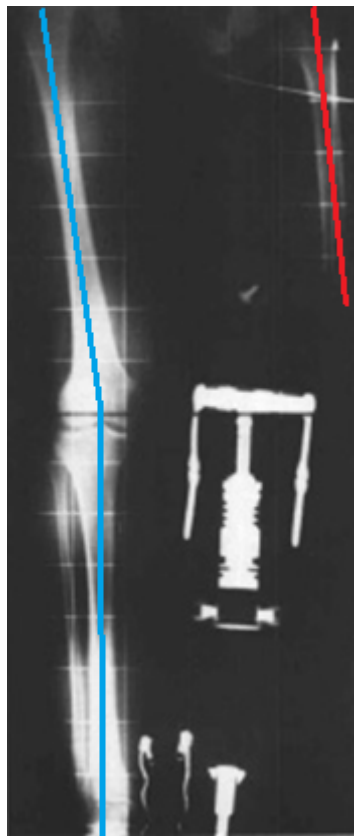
radiografia di un paziente in fase ortostatica, nella quale è evidente a destra la posizione abdotta del segmento femorale residuo – linea rossa. Si confronti la posizione con quella dell'arto sano – linea blu^[15]
